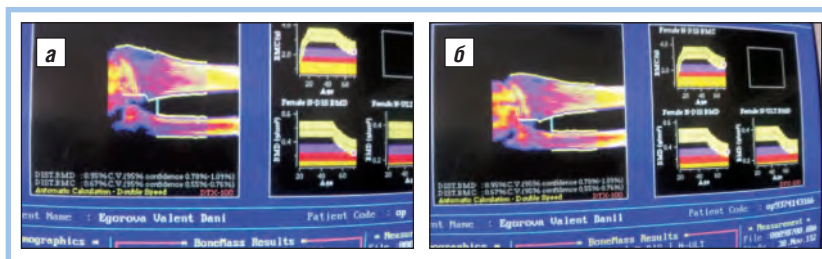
Рентгеновская денситометрия пациентки Е., 73 лет; полостные образования: а – до лечения; б – через 10 мес терапии полостей нет
